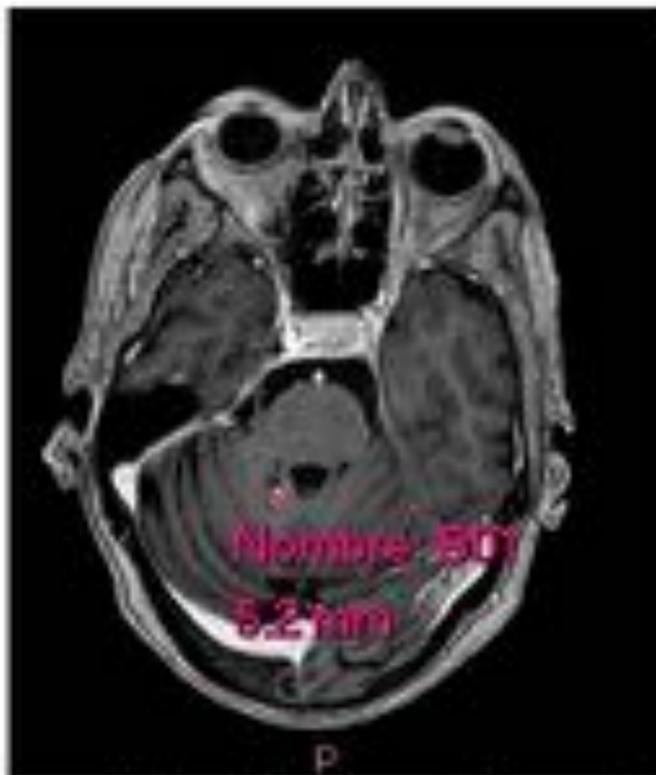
RM de cráneo tras 3 meses del diagnóstico, secuencia T1 con contraste. Persiste una lesión en hemisferio cerebeloso derecho de aproximadamente 5 mm con signos de transformación hemorrágica, que ha disminuido de tamaño.
